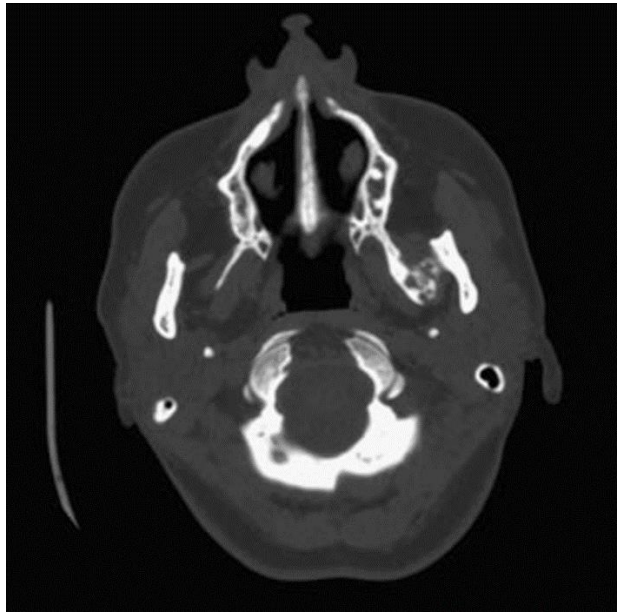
CBCT axial confirmant la présence de tissu calcifié(12)
